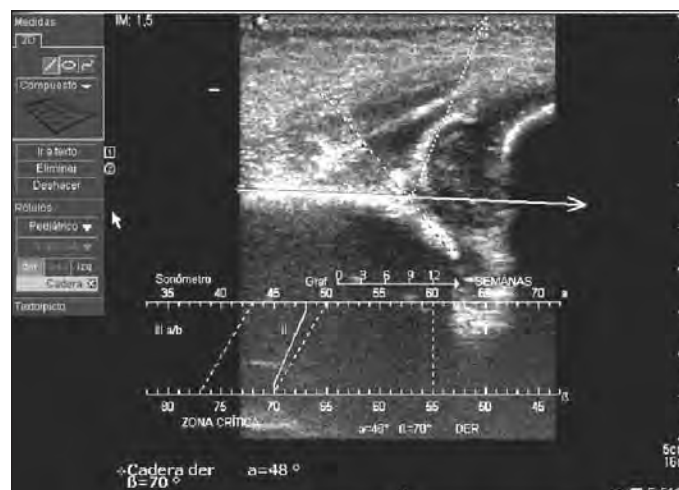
Ecografia amb el maluc subluxat.
